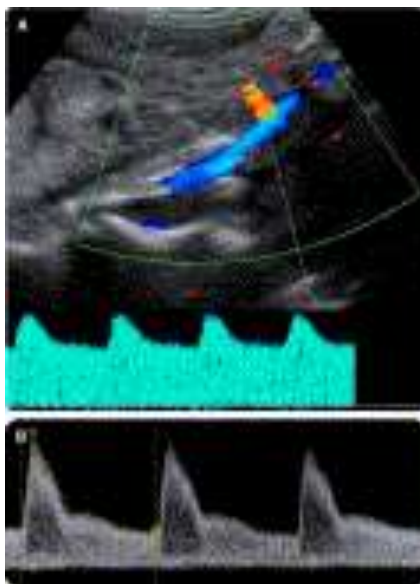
Από πάνω προς τα κάτω, α) Φυσιολογική Ροή στην Ομφαλική Αρτηρία, β) Αύξηση της Αντίστασης με Μείωση ή Απουσία της Τελοδιαστολικής Ροής, γ) Ανάστροφη Τελοδιαστολική Ροή (Elisa Berkley. Doppler assessment of fetus with IUGR Am J Obstet Gynecol 2012).
